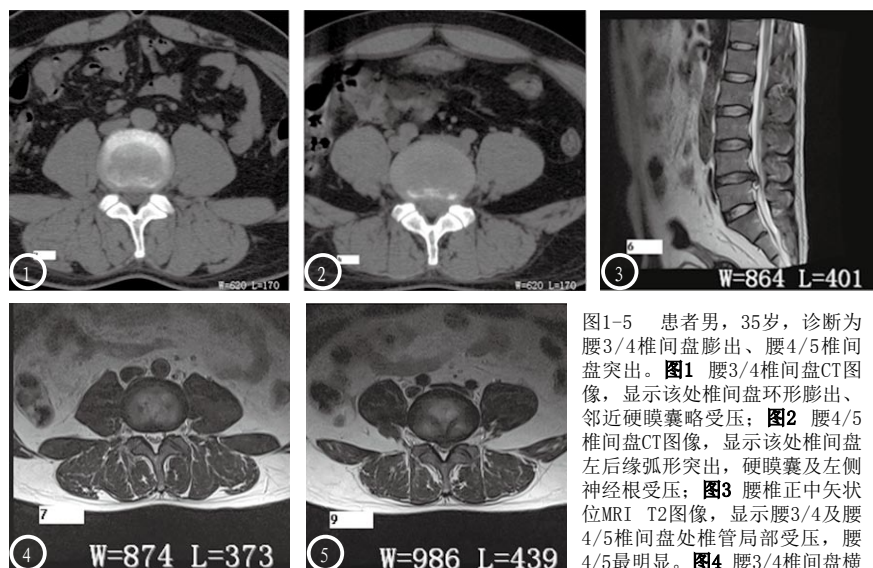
患者男,35岁,诊断为腰3/4椎间盘膨出、腰4/5椎间盘突出。图1 腰3/4椎间盘CT图像,显示该处椎间盘环形膨出、邻近硬膜囊略受压;图2 腰4/5椎间盘CT图像,显示该处椎间盘左后缘弧形突出,硬膜囊及左侧神经根受压;图3 腰椎正中矢状位MRI T2图像,显示腰3/4及腰4/5椎间盘处椎管局部受压,腰4/5最明显。图4 腰3/4椎间盘横断面核磁图像,显示该处椎间盘环形膨出且邻近硬膜囊略受压。图5 腰4/5椎间盘横断面核磁图像,显示该处椎间盘左后缘弧形突出,硬膜囊及左侧神经根受压。
